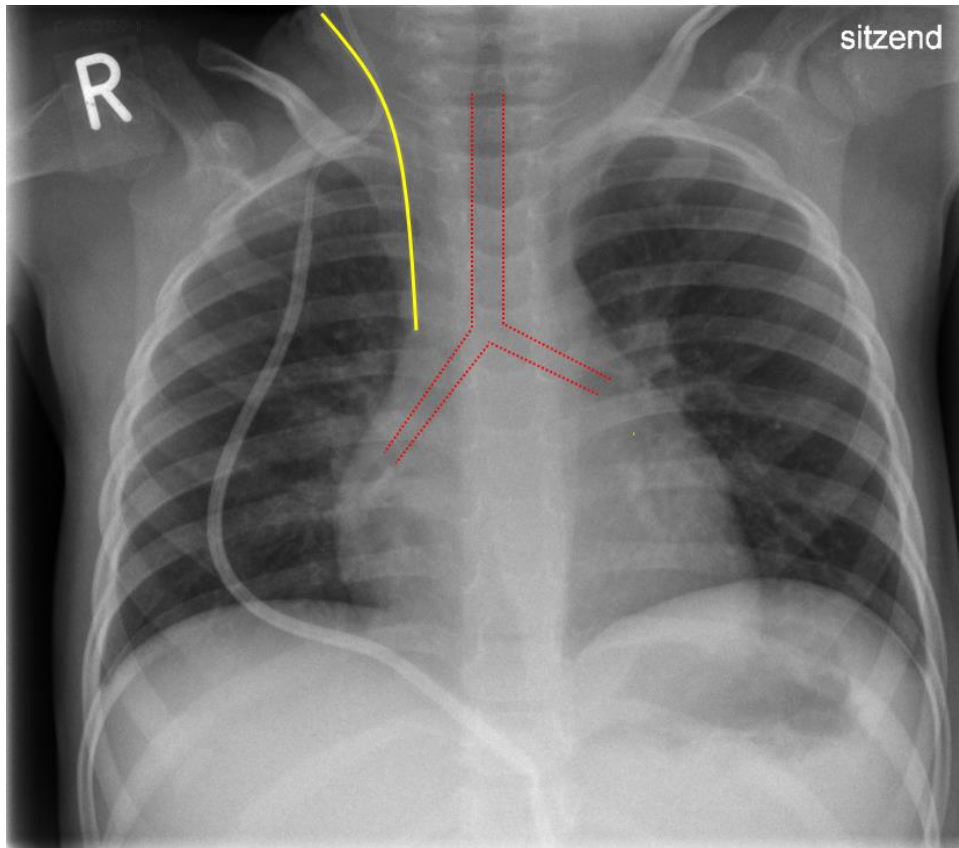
Projektion der Katheterspitze oberhalb des rechten Hauptbronchus im Röntgenbild Thorax
